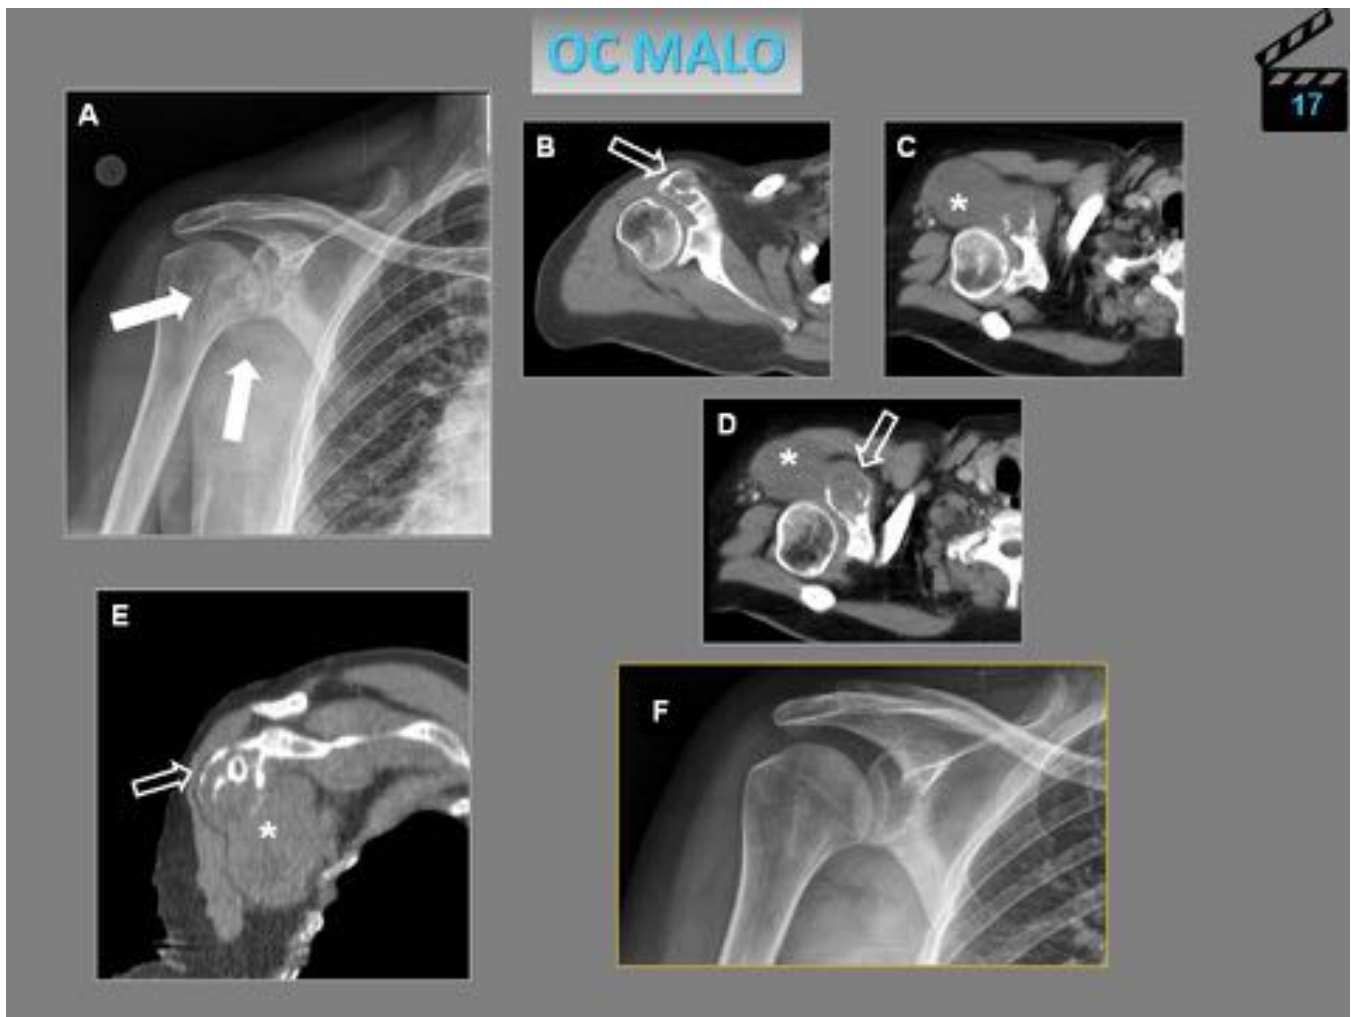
Condrosarcoma de alto grado. A. Radiografía AP que muestra lesión insuflante con rotura de la cortical en coracoides (flechas). B, C, D, E. Estudio TC de hombro derecho que demuestra masa de partes blandas que cuelga de la apófisis coracoides (*), donde se objetiva lesión ósea exofítica (osteochondroma originario) con rotura cortical (flechas huecas). Tras exéresis de la lesión (F) y tratamiento radioterápico el paciente está libre de enfermedad
